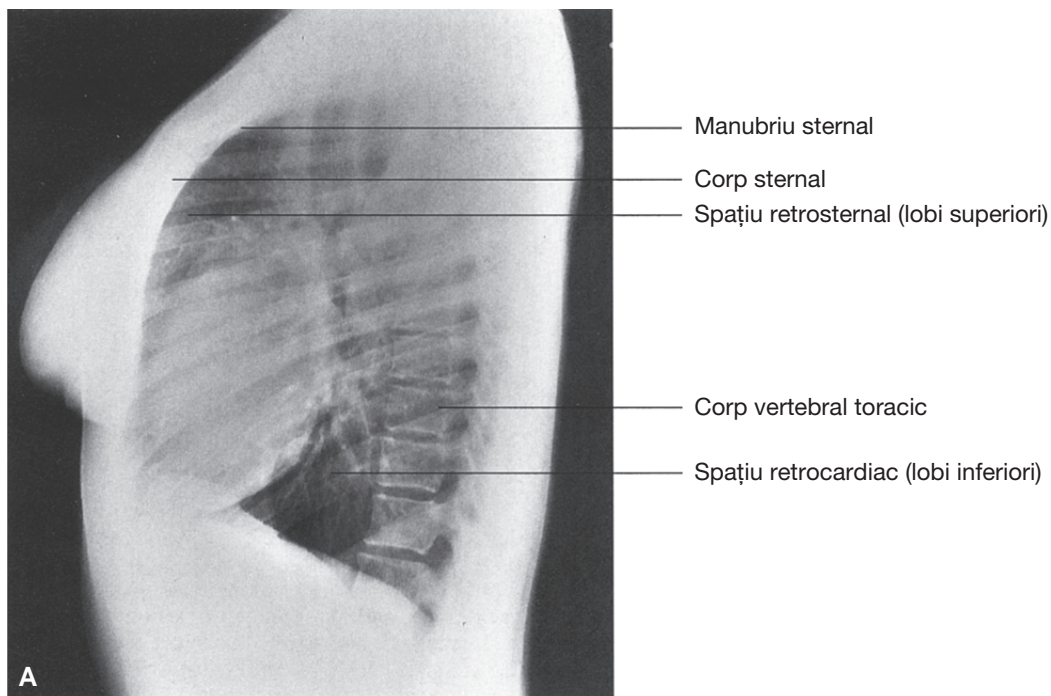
Radiografie toracică laterală normală. Silueta cardiacă reprezintă un punct excelent de început al evaluării. Linia ștersă cu opacitate lichidiană (săgeți) reprezintă vena cavă inferioară.
